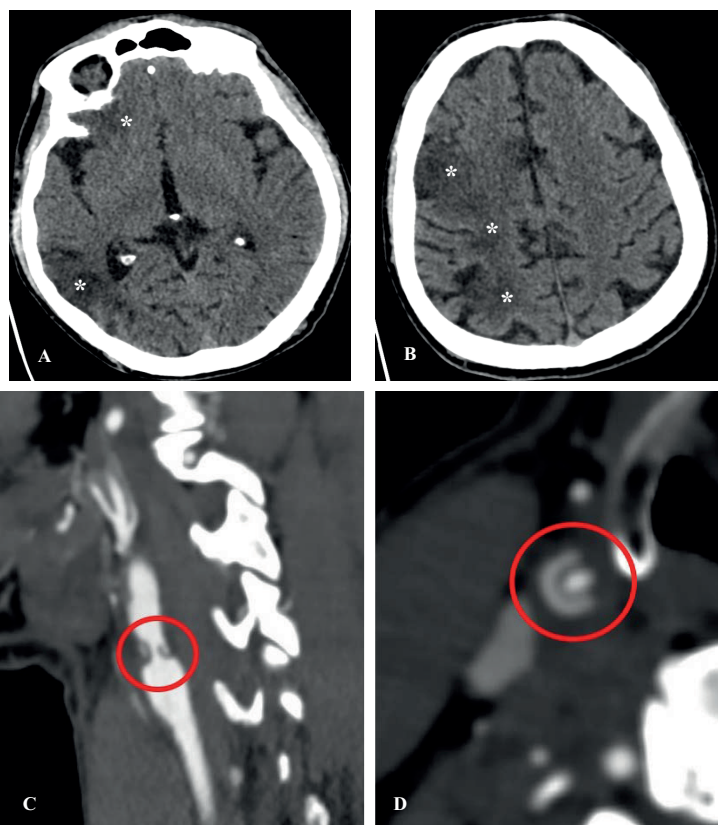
08.03.2025 г. А и В. КТ головы. Мозговой режим. Аксиальный срез. Очаги пониженной плотности/ишемии (*) в правой гемисфере большого мозга в стадии кистозной трансформации. С и D. КТА сосудов шеи. MPR, MIP. Дефект контрастирования дистального отдела правой ОСА по типу интимального лоскута (овал).
